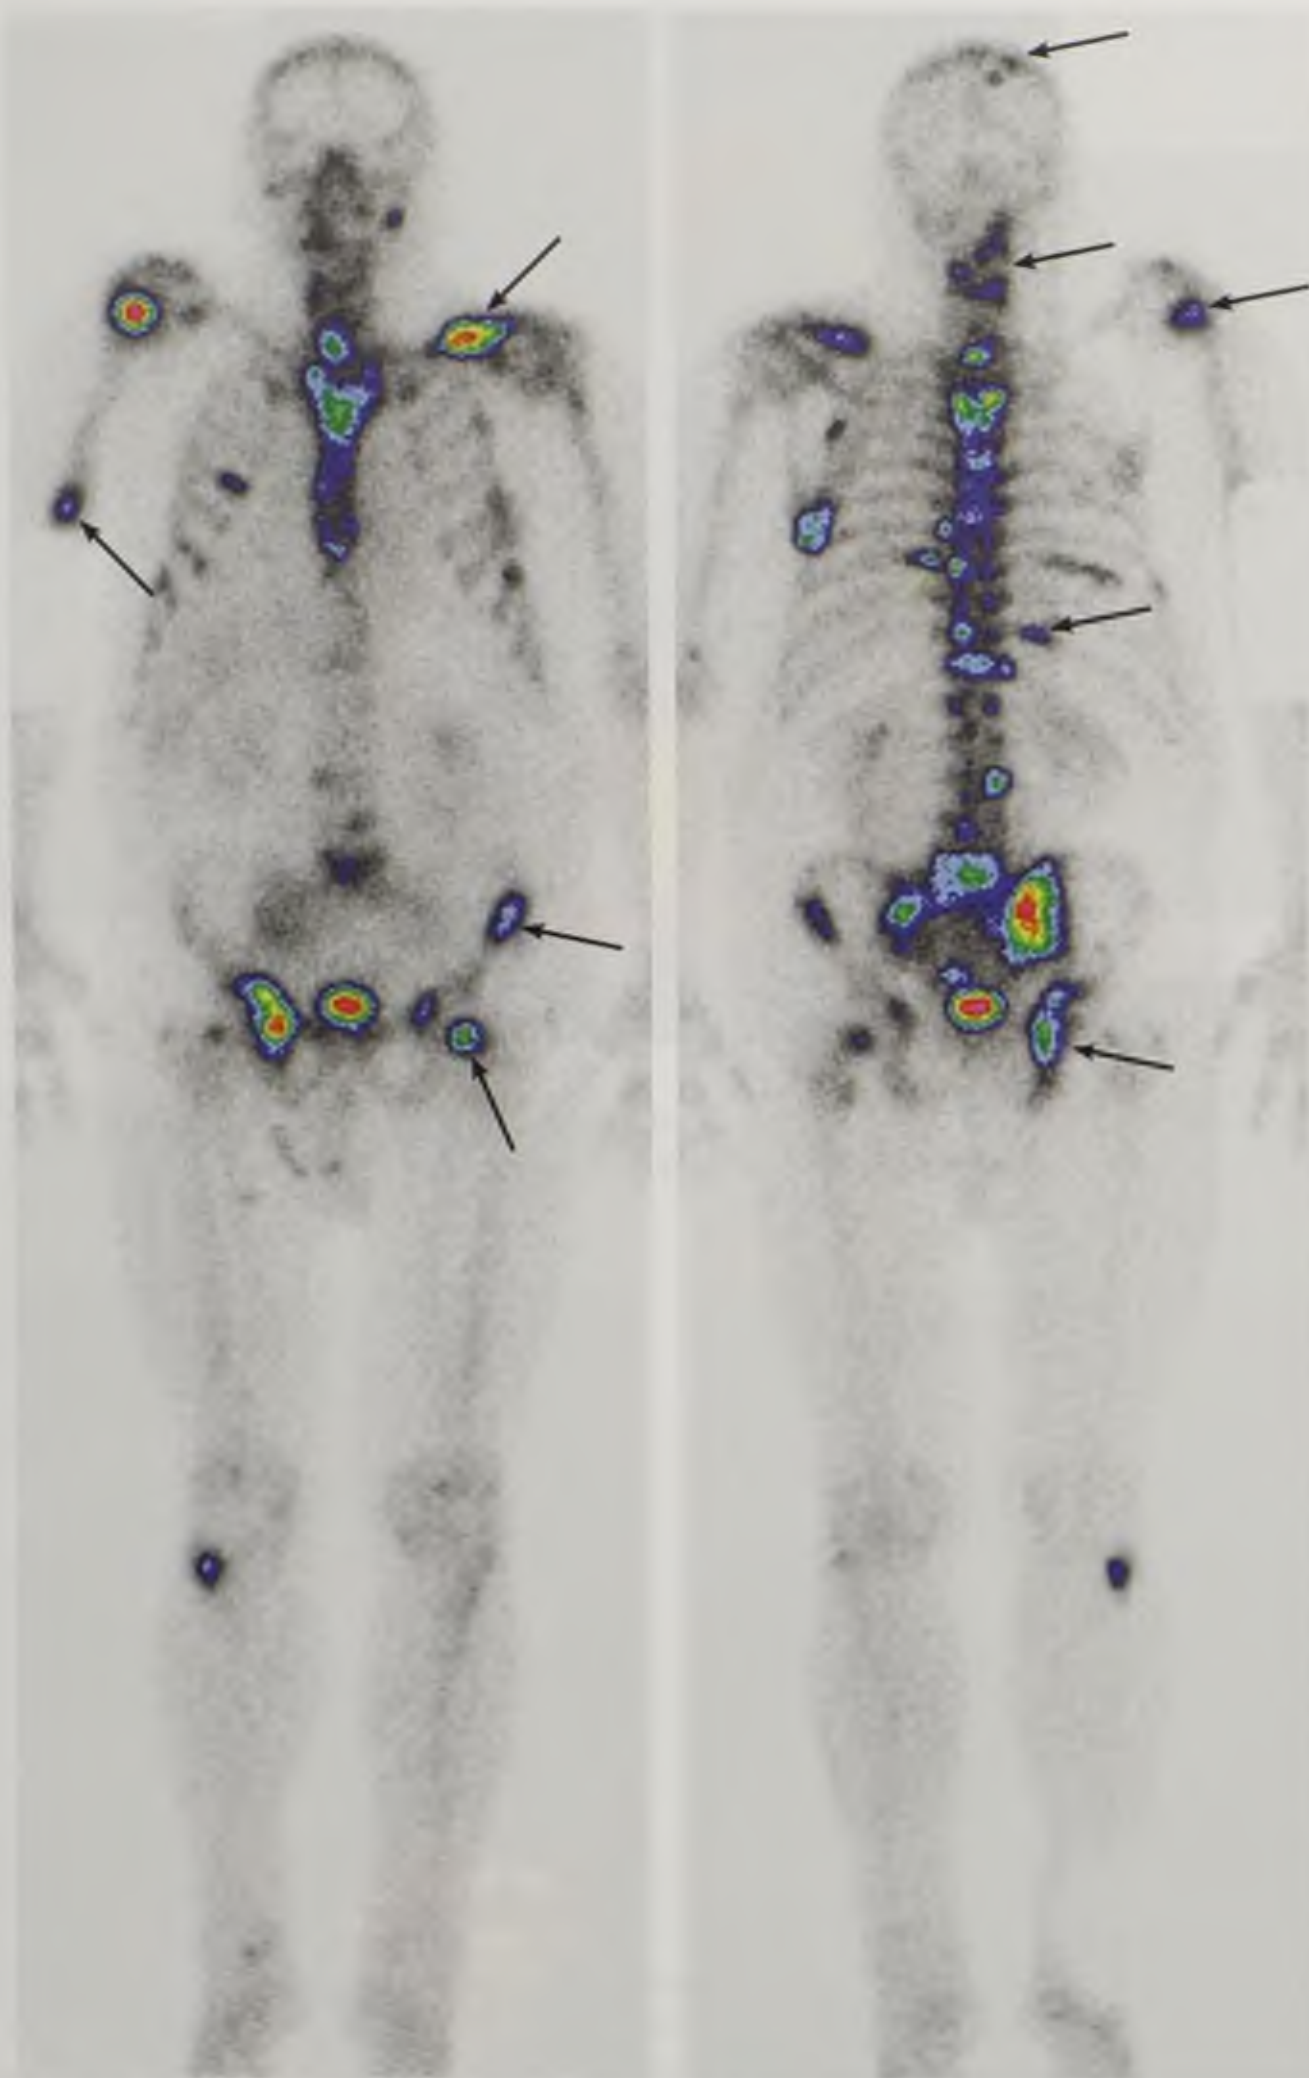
Статическая сцинтиграмма скелета. Множественные метастазы — участки повышенного накопления радиофармпрепарата (стрелки) в костях таза, черепе, позвоночнике, конечностях
